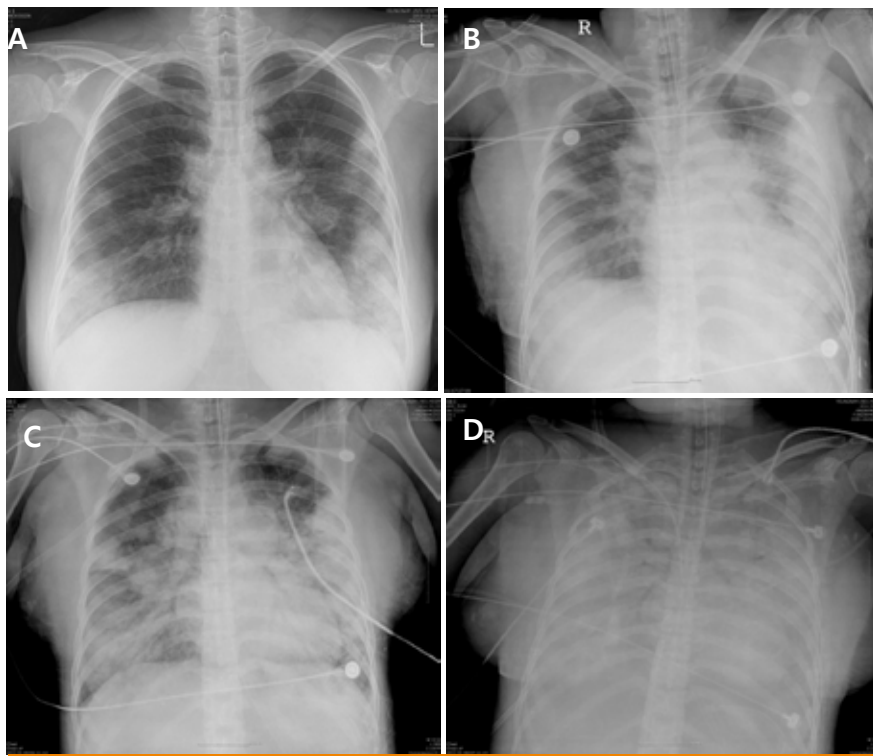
Chest radiography at the 1st (A), the 2nd (B), the 3rd (C) and the 5th day (D) of admission showed progression multifocal patchy consolidation both lung fields.
